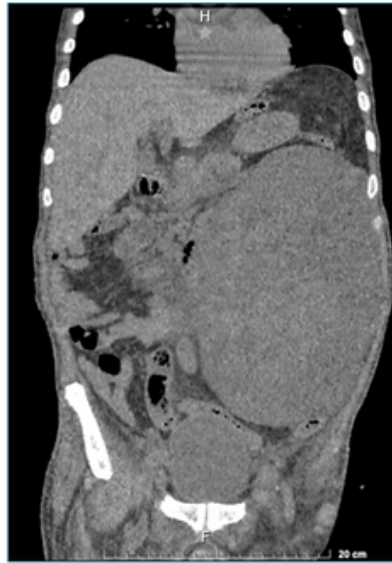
Tomografía axial computarizada con contraste abdominopélvica en corte coronal. Muestra masa de densidades mixtas.
